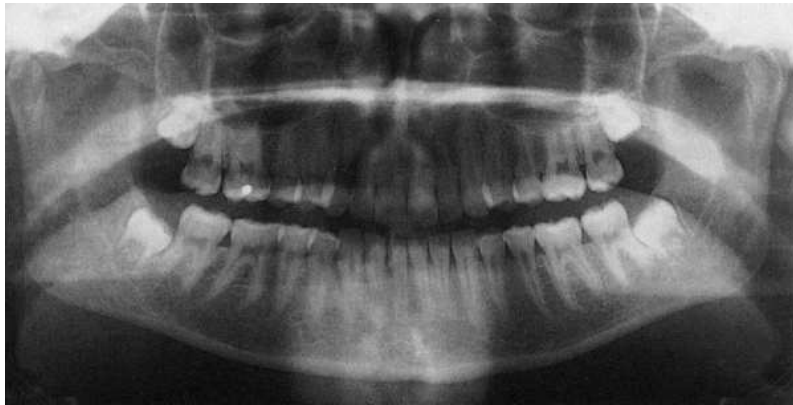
Examen panoramique orthopantomogramme. Source: Richter et al. (1998b)
